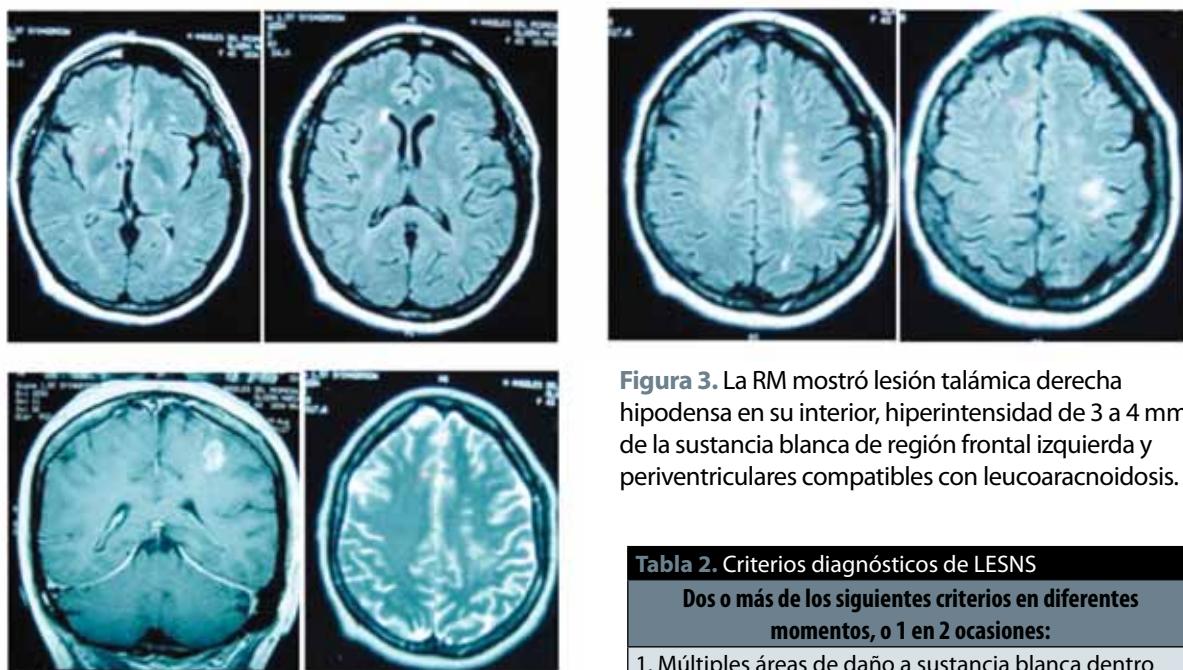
La RM mostró lesión talámica derecha hipodensa en su interior, hiperintensidad de 3 a 4 mm de la sustancia blanca de región frontal izquierda y periventriculares compatibles con leucoaracnoidosis.
